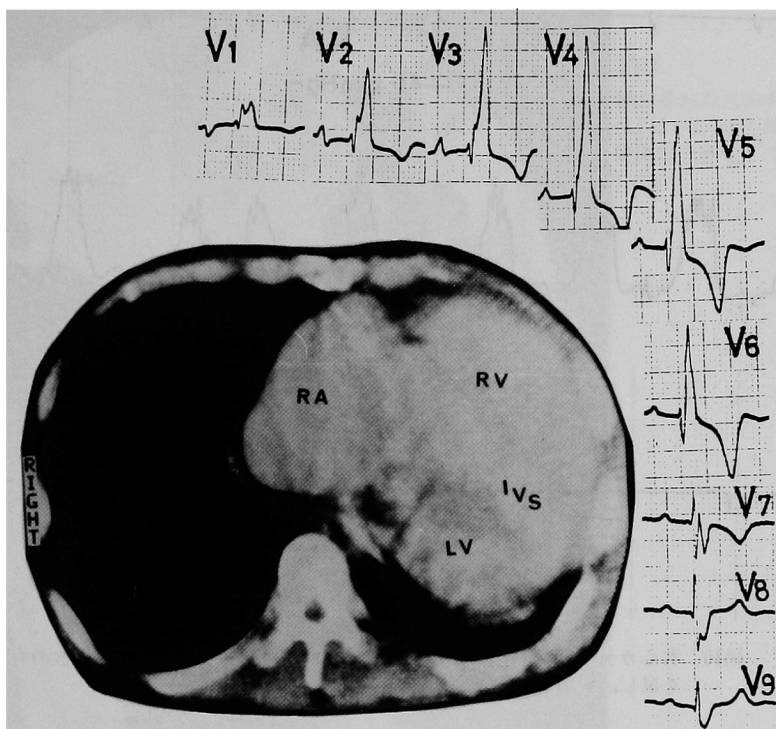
心拍非同期の胸部CTと胸部誘導の心電図を組みあわせるとV<sub>6</sub>の位置は未だ右室面であり、V<sub>7</sub>が心室中隔で移行帯を示し、V<sub>8</sub>になってはじめて左室に面する。
